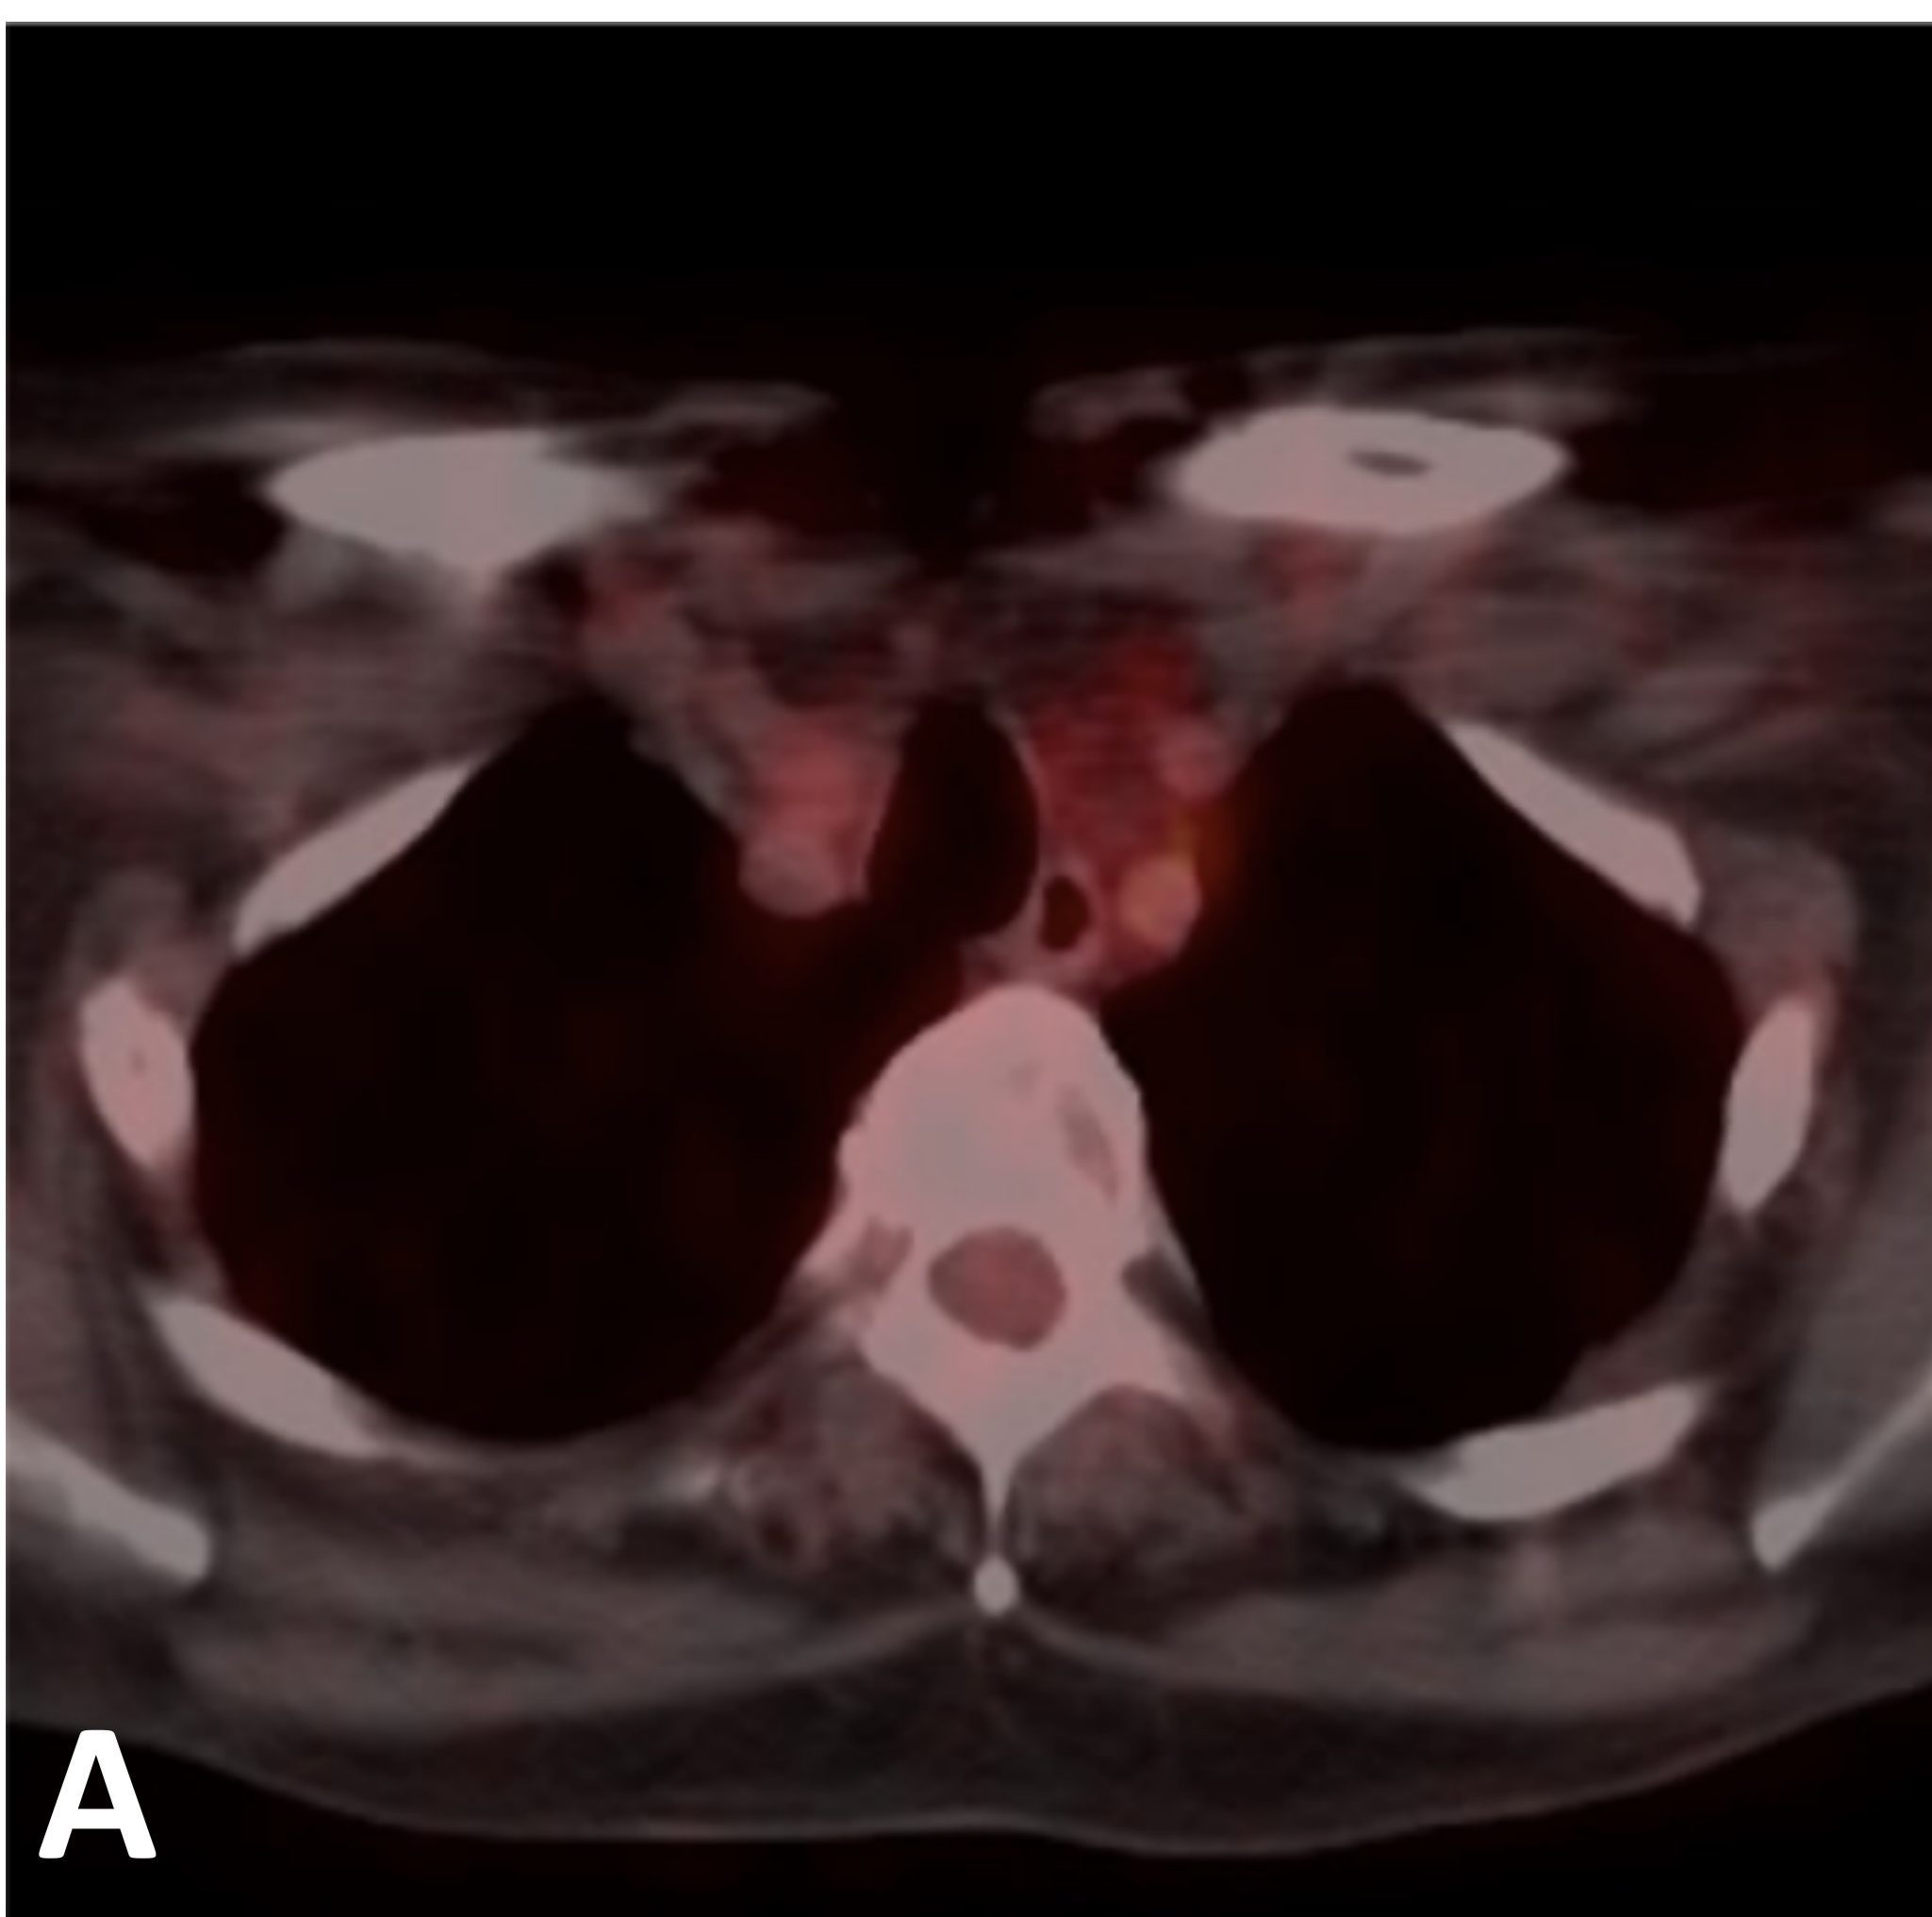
PET-FDG. Aumento de actividad en cayado aórtico, troncos supraaórticos.
